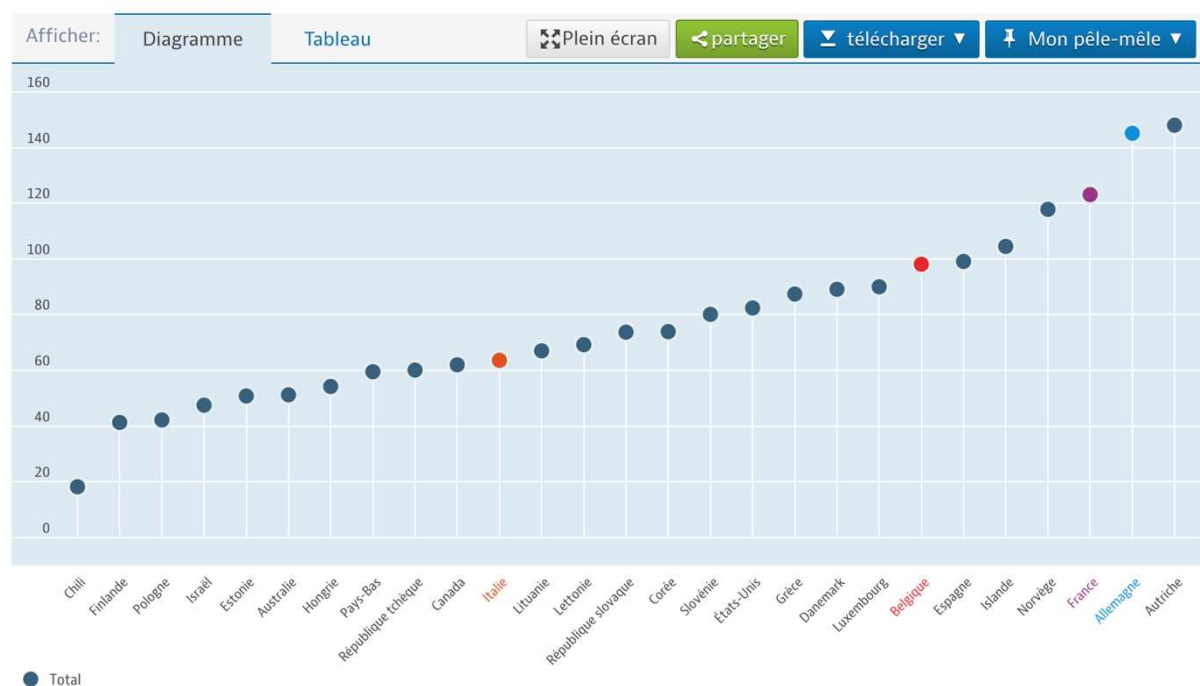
Nombre d'exams d'imagerie IRM pour 1 000 000 d'habitants dans les pays de l'OCDE (5)
